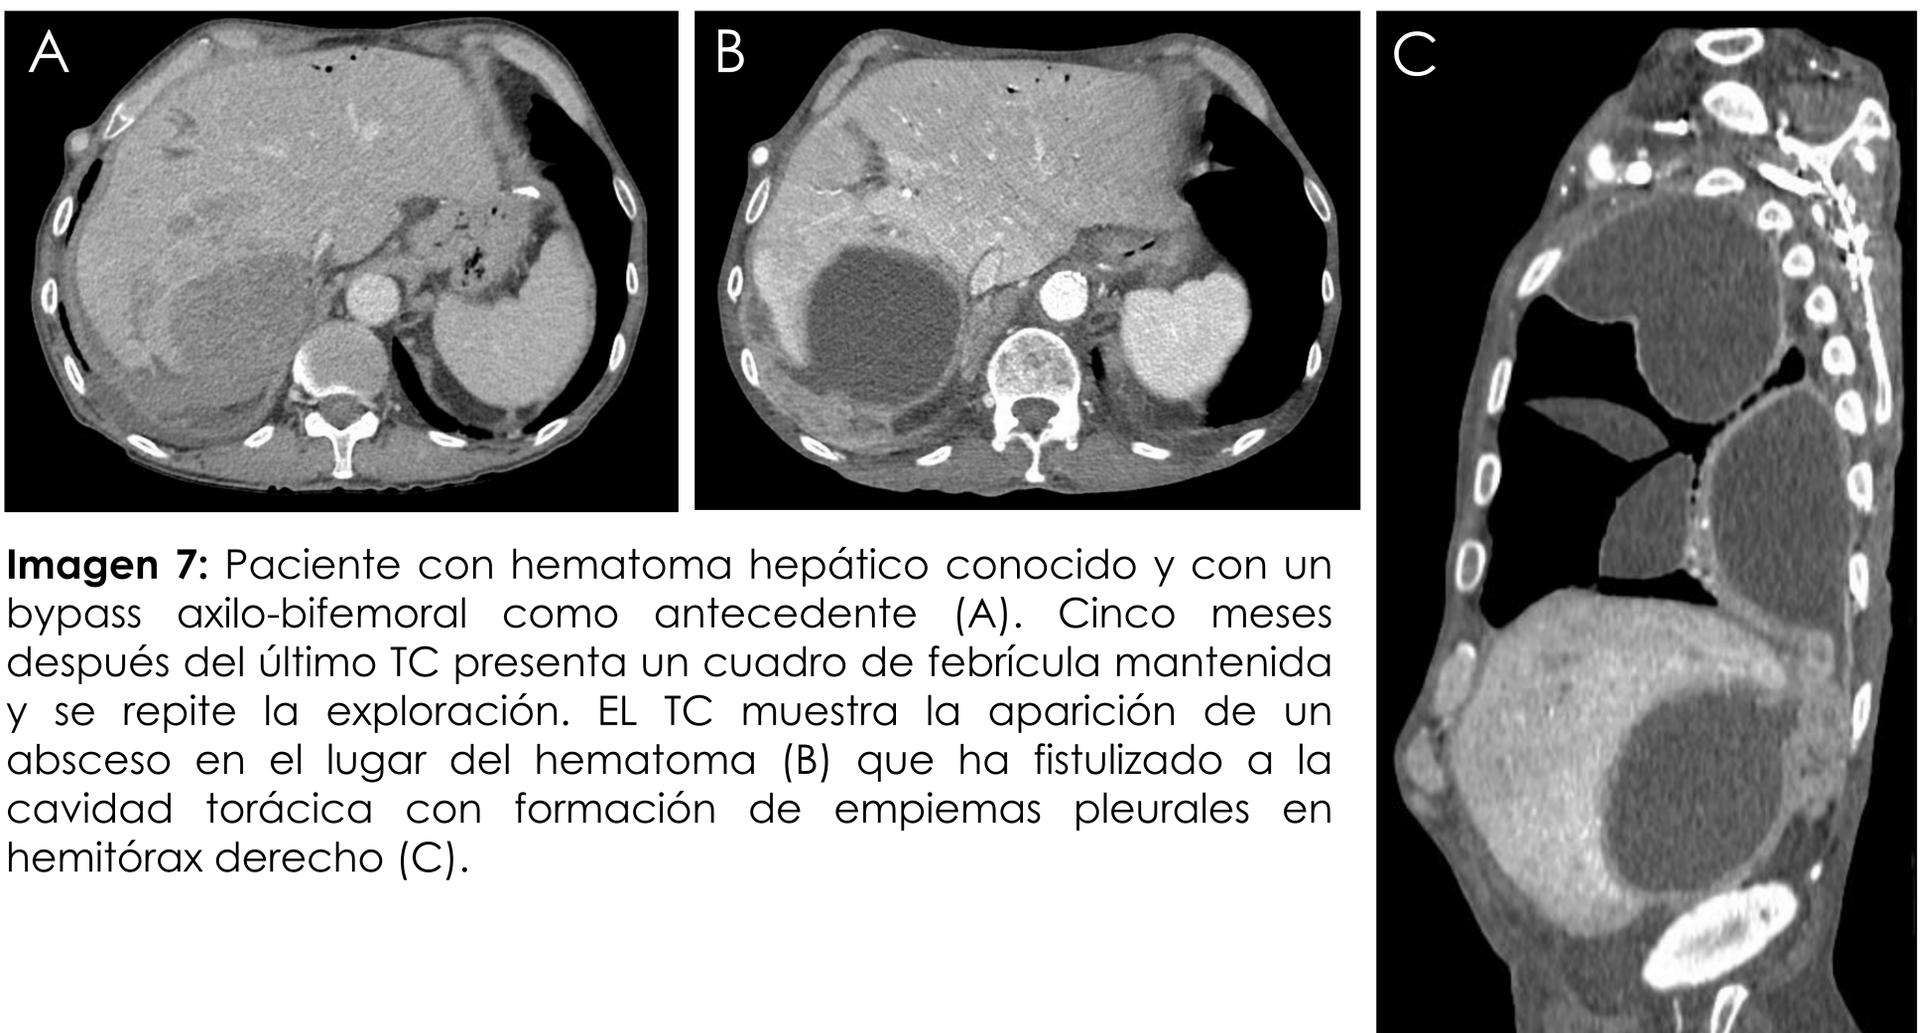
Paciente con hematoma hepático conocido y con un bypass axilo-bifemoral como antecedente (A). Cinco meses después del último TC presenta un cuadro de febrícula mantenida y se repite la exploración. EL TC muestra la aparición de un absceso en el lugar del hematoma (B) que ha fistulizado a la cavidad torácica con formación de empiemas pleurales en hemitórax derecho (C).
